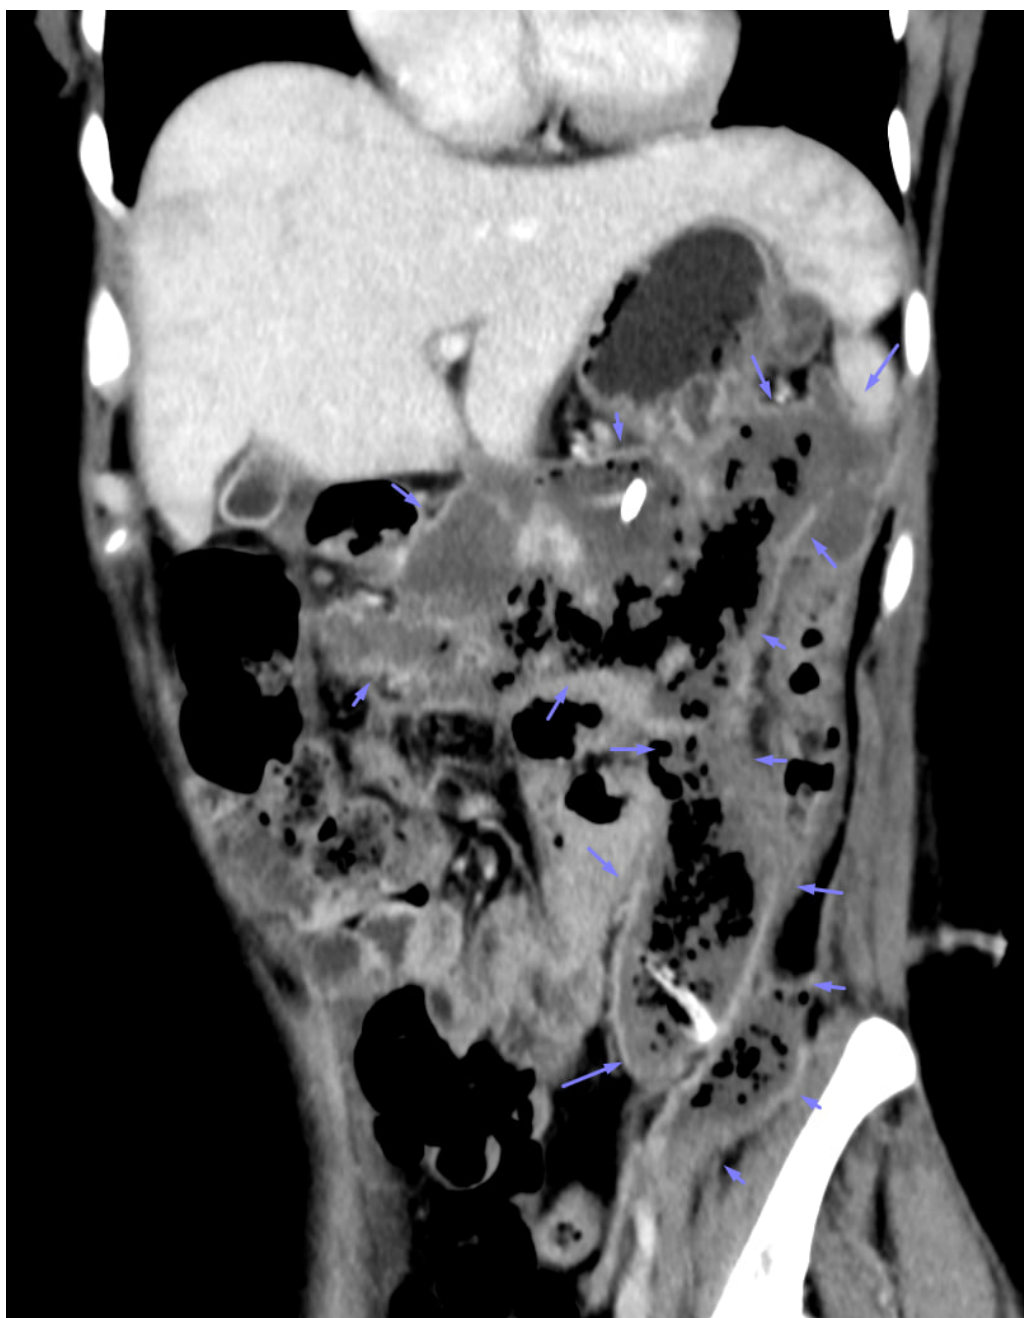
Стан в процесі лікування гострого деструктивного панкреатиту (>4 тижнів) з наявністю обмежених рідинних колекторів (WON). КТ-індекс тяжкості (CTSI) за Balthazar – 10E.
